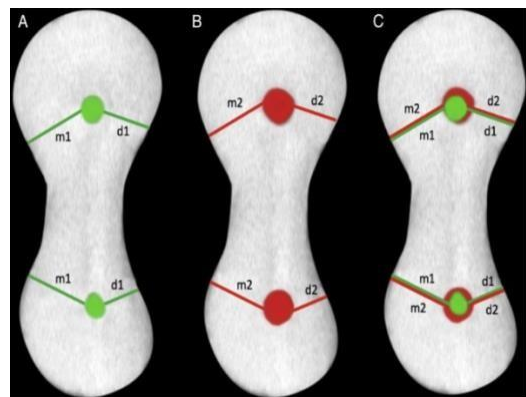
Micro - TC imágenes de(A) preinstrumentación, (B) postinstrumentación, y (C) conductos superpuestos (verde: preoperatorio-conducto, rojo: conducto postoperatorio). Las líneas verdes y rojas representan los puntos de medición para evaluar el transporte por conductos y la capacidad de centrar la atención en los conductos no instrumentados e instrumentados, respectivamente.
